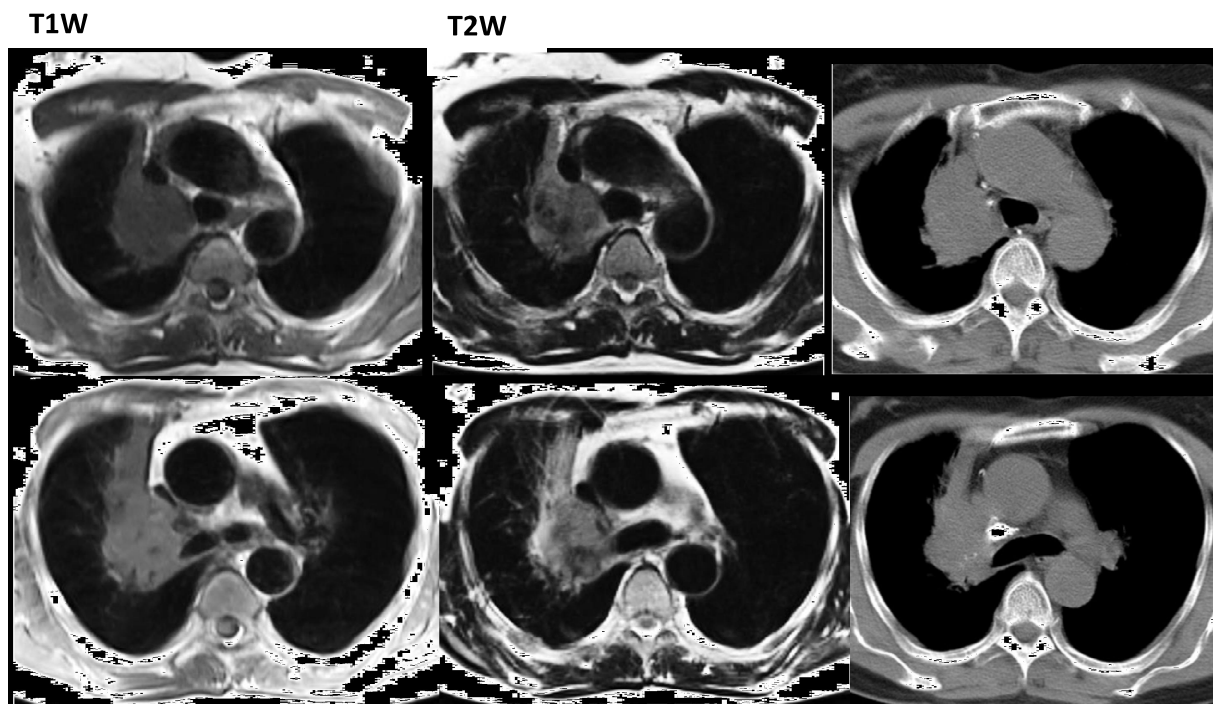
Сравнительная высокопольная МРТ и РКТ при перибронхиально-узловой неоплазме верхней доли правого легкого
